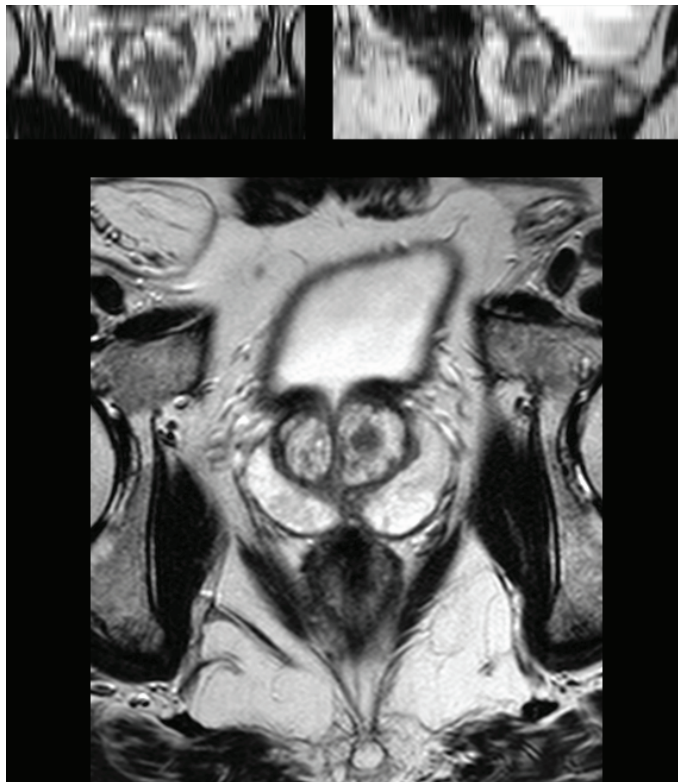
Exemple de volume d'IRM de patient en pondération T2, en représentation coronale (haut gauche), sagittale (haut droite) et axiale.
